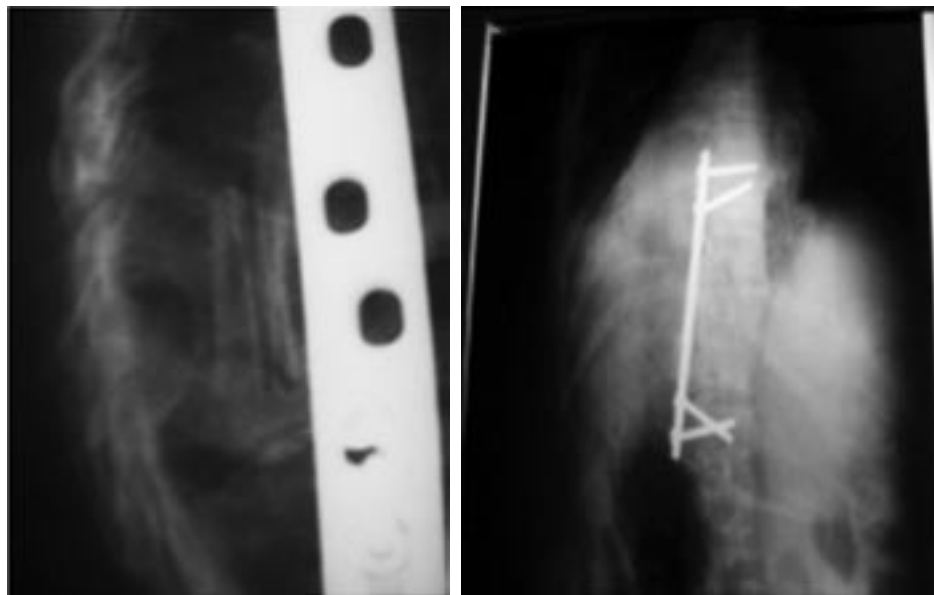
Follow up X-rays 6 months after surgery
